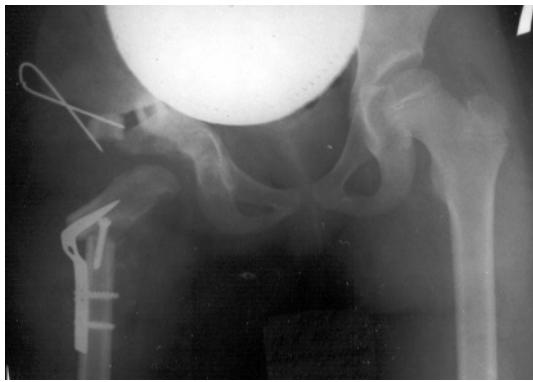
Рентгенограмма таза той же больной в прямой проекции непосредственно после операции. Достигнута центрация большого вертела в вертлужной впадине. Длина плеча рычага проксимального отломка практически соответствует рычагу шейки и головки бедра со здоровой стороны. Надвертлужная костно-пластиическая остеотомия таза.
